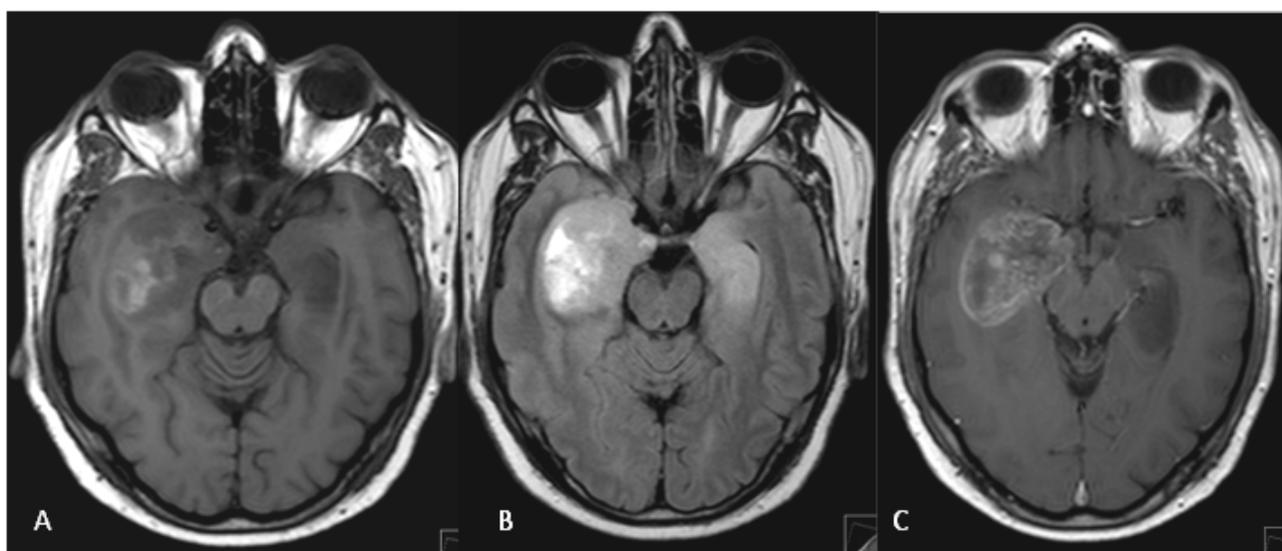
Terceira RM-CE (2,5 meses depois da primeira; sob corticoterapia). Imagens axiais ponderadas em T1 (A), FLAIR (B) e T1 após gadolínio (C) revelam marcado aumento do volume da lesão temporal interna direita, heterogênea e com sinais de sangramento subagudo.
